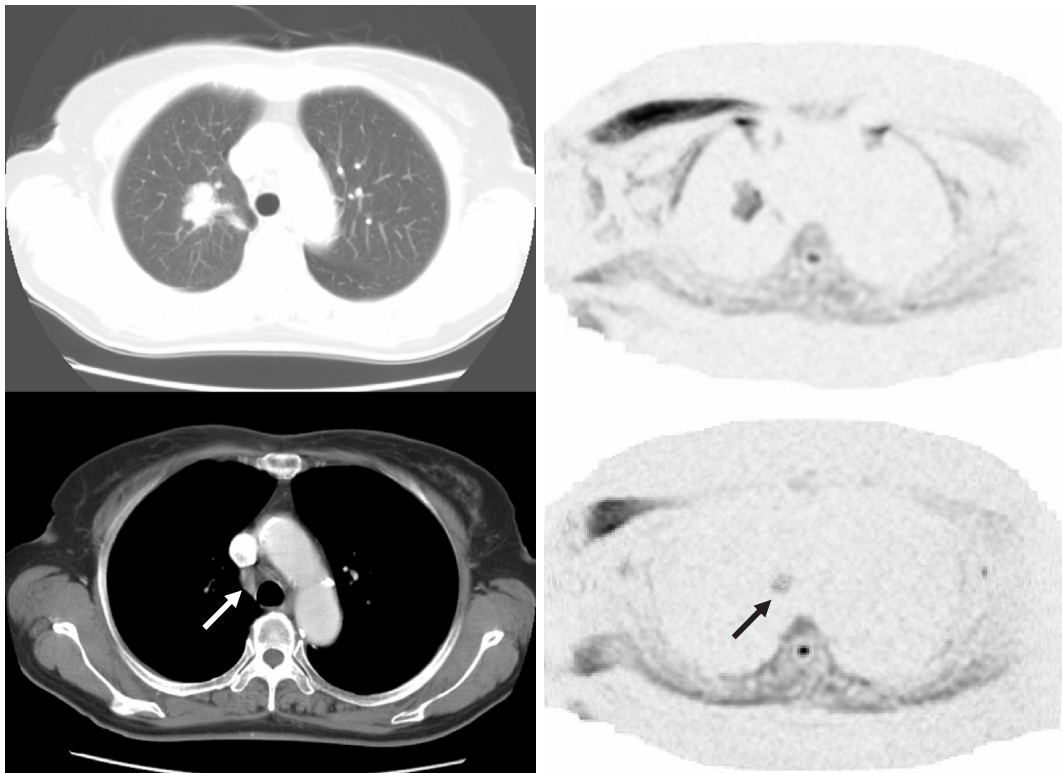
a 造影 CT 画像：原発巣と縦隔リンパ節転移(白矢印)
